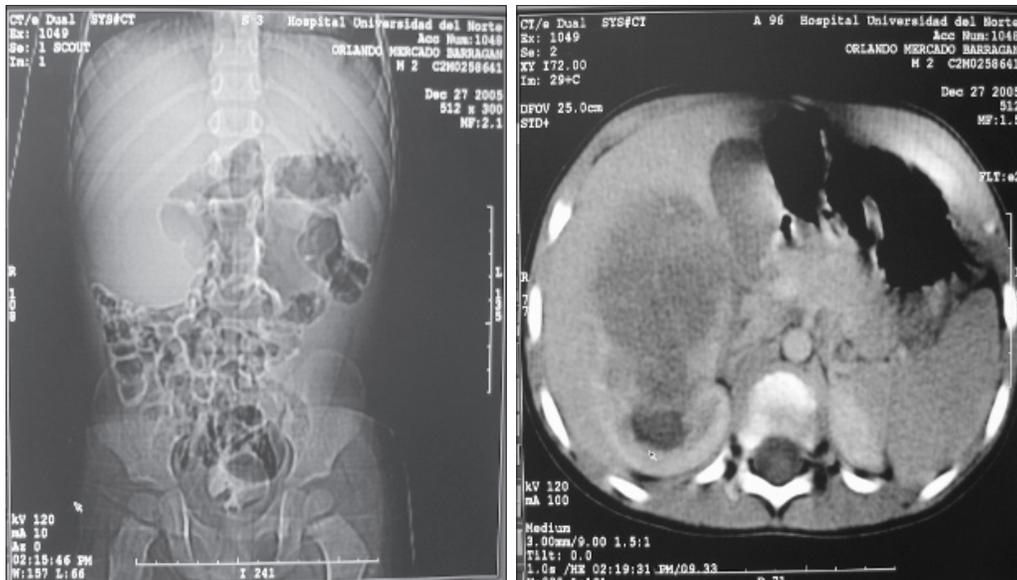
TAC de abdomen total
